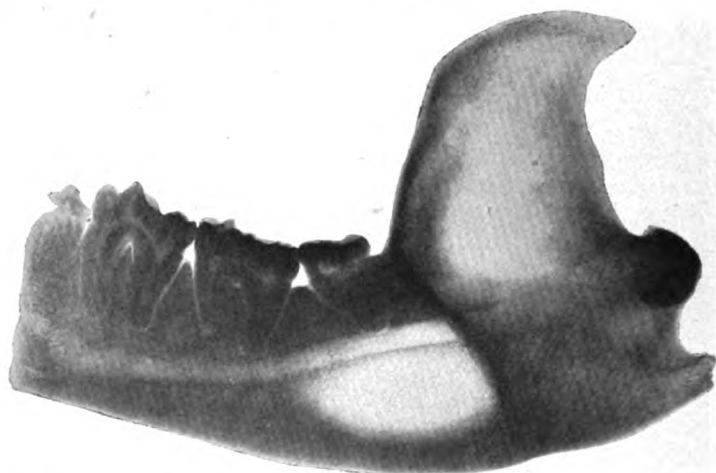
Röntgenogramm des rechten (gesunden) Kieferastes. Seitenverkehrt zur Erleichterung des Vergleiches mit Fig. 5, ca. $\frac{3}{4}$ n. Gr.
